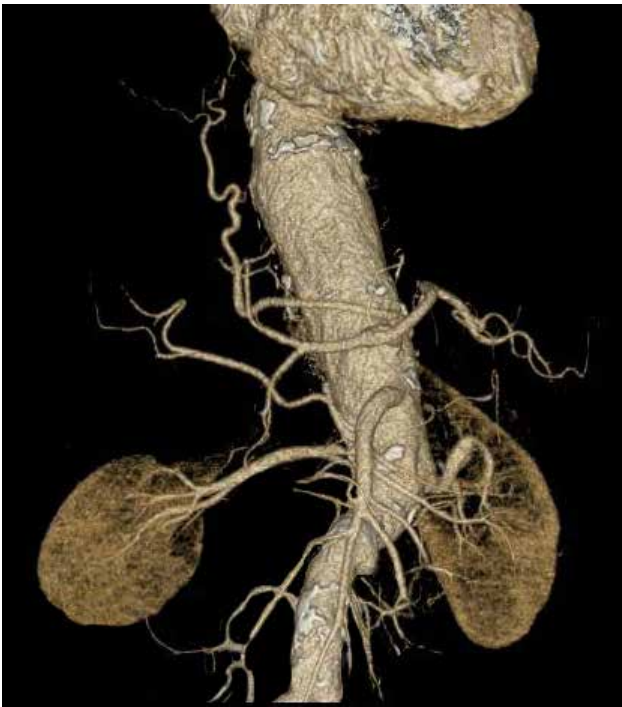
МСКТ с контрастированием
